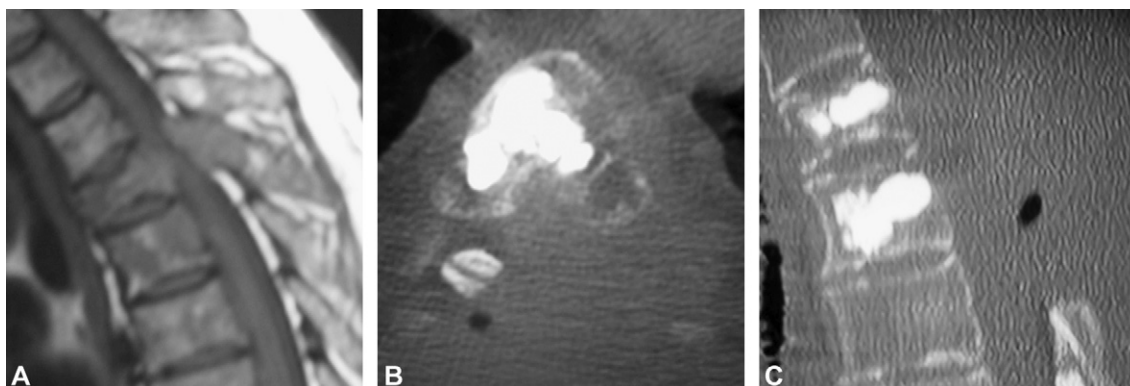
Patient n° 2 : métastases de T4 et T5 d'un cancer du rein révélées par des douleurs et une paraparésie (grade de Frankel : C). A. IRM en coupe sagittale, retrouvant la compression médullaire en T4 et T5. B. Tomodensitométrie en coupe axiale postopératoire montrant le remplissage par le ciment de la vertèbre. C. Coupe tomodynamométrique en reconstruction sagittale qui permet de montrer l'absence de fuite de ciment.
